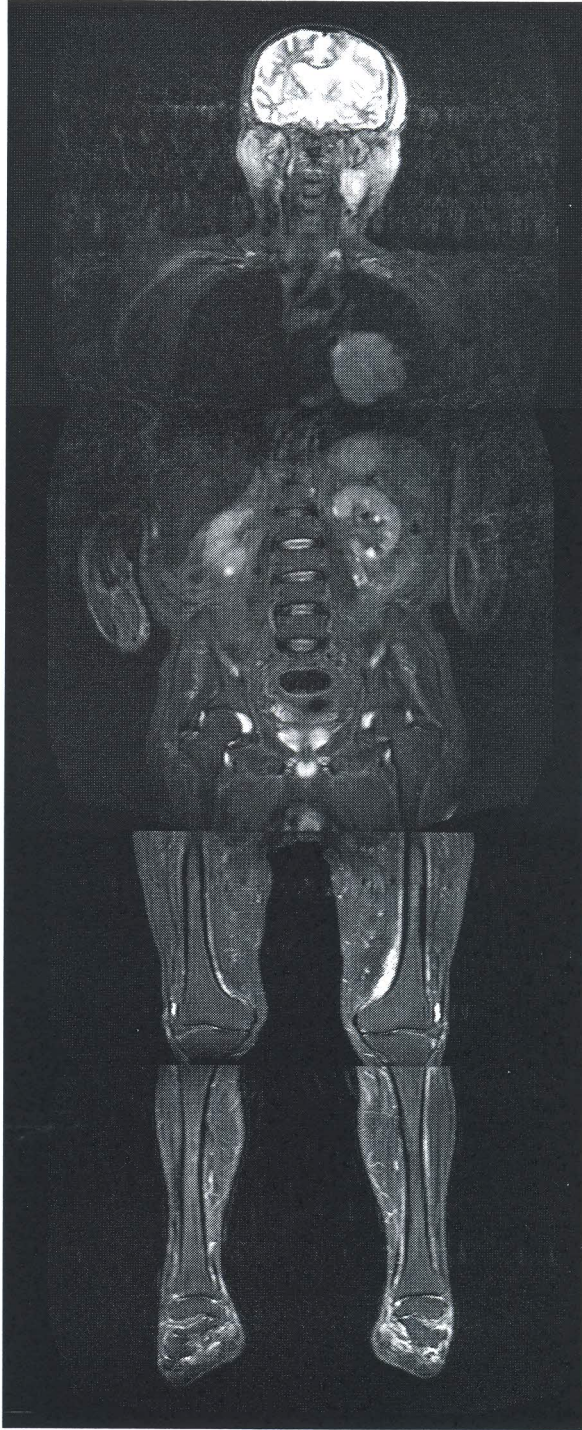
Meme karsinomu tanısı almış ve metastaz taraması amacıyla sintigrafi ve tüm vücut MRG yapılmış hastada sintigrafide solda 5. kosta lateral kesimde metastaz açısından şüpheli radyoaktivite artışı mevcut. Tüm vücut MRG'de metastazla uyumlu görünüm yok. Hastanın anamnezinden sintigrafide izlenen radyoaktivite tutulumunun travmaya bağlı olduğu anlaşılmıştır.
